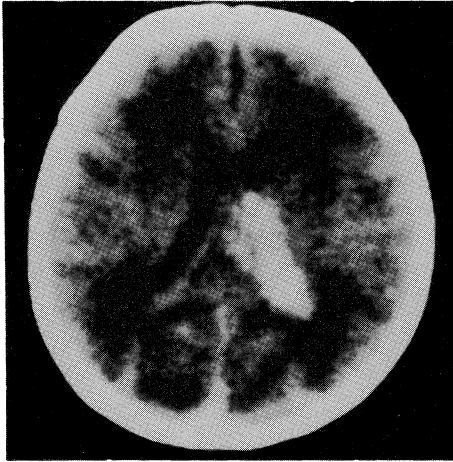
CT scan on admission, (case 2).
